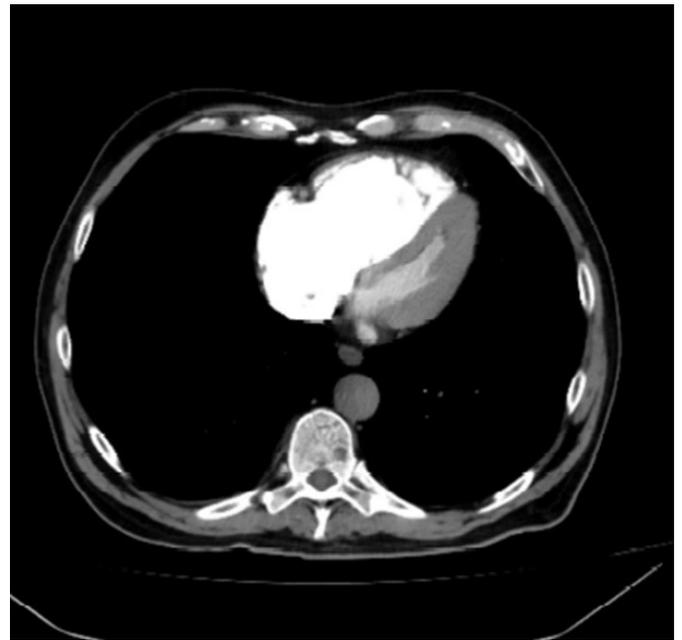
CT arterias pulmonares. Dilatación del ventrículo derecho con relación VD/VI > 1. Interdependencia ventricular del septo interventricular.
